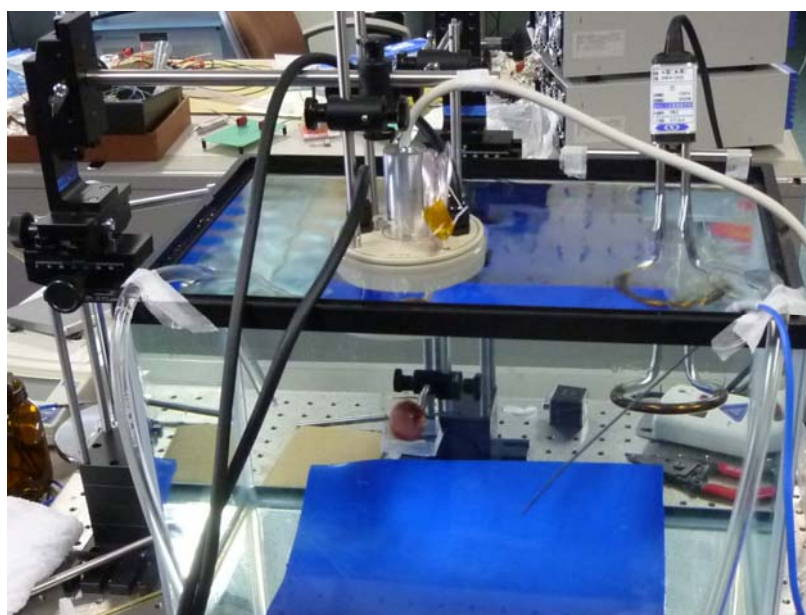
2-2-19. 超音波照射実験のセットアップ
